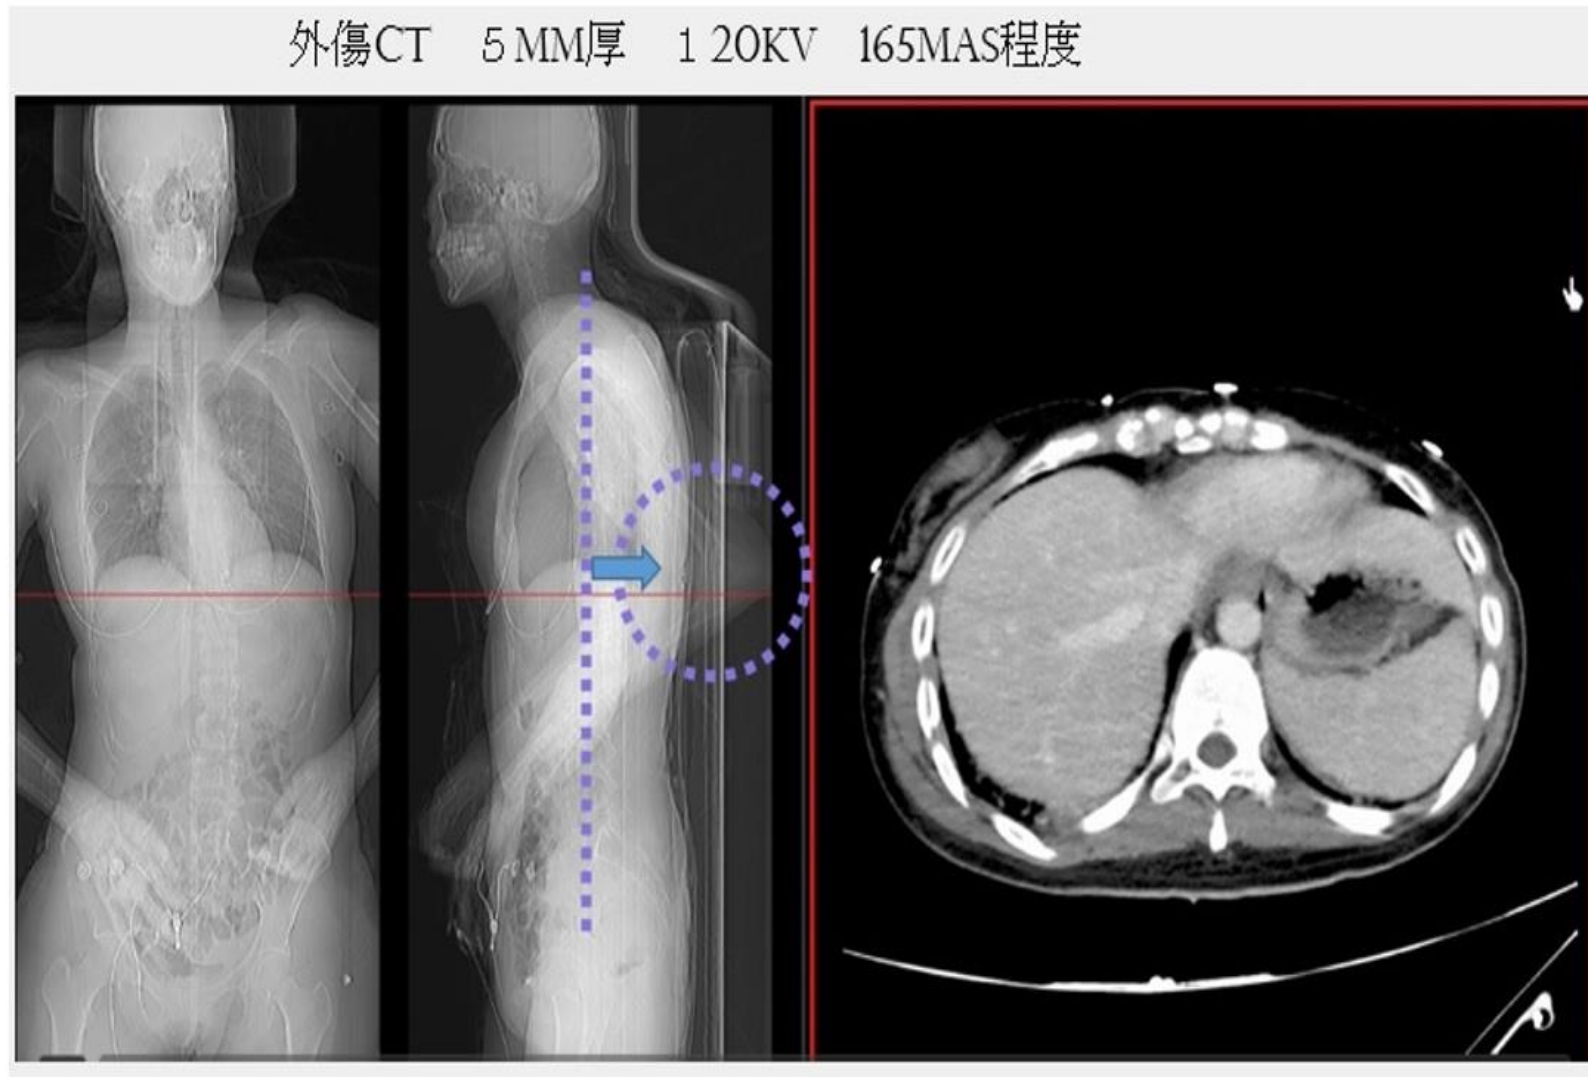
外傷CTの例。肘を下方し撮影することで、肝臓へのアーチファクトを最小限にとどめた。
